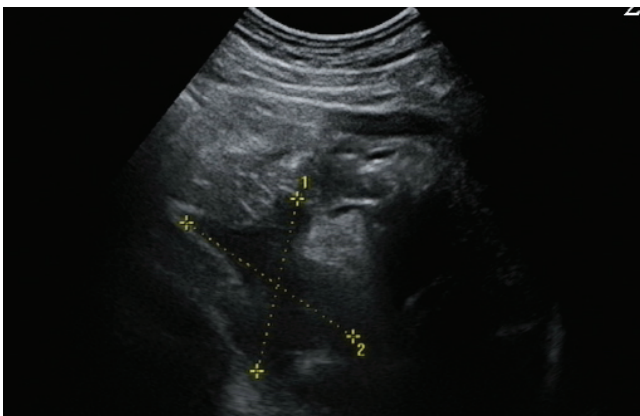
Данные УЗИ. Зона криодеструкции в первые сутки после КД.
